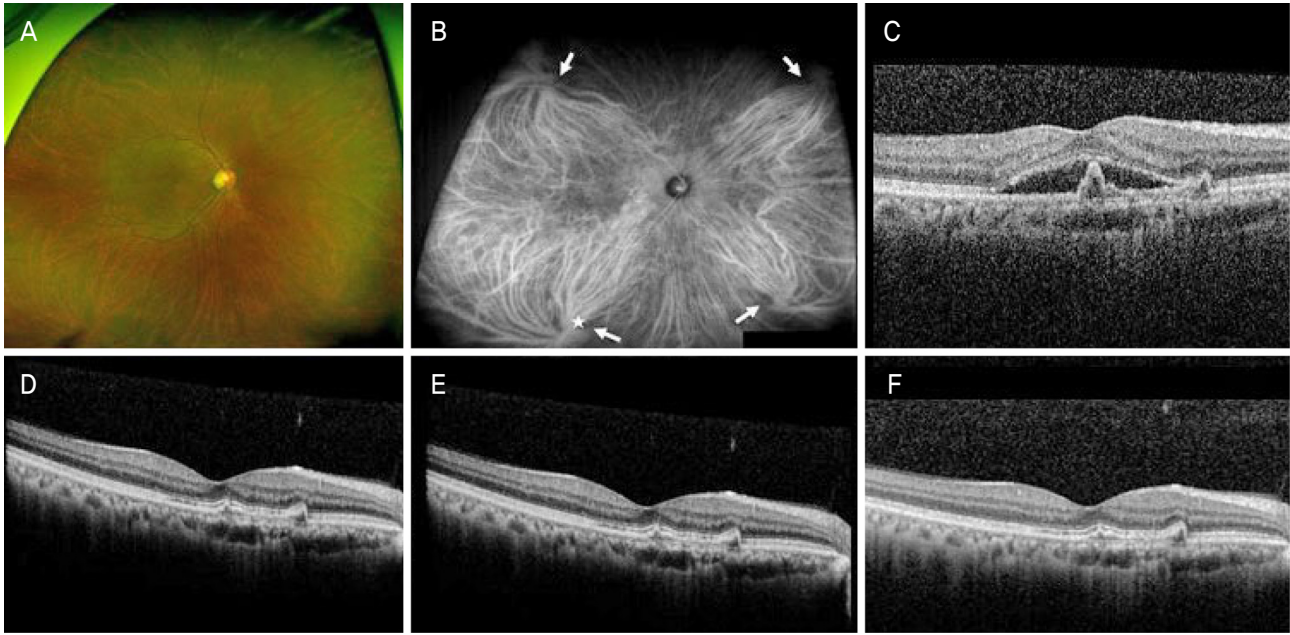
A 65-year-old man with polypoidal choroidal vasculopathy. (A) Wide fundus photography. (B) At baseline, ultra-wide-field indocyanine angiography showed four engorged vortex veins (arrows) and one of them extended to the macula (star). (C) Optical coherence tomography (OCT) showed subretinal fluid (SRF) and protrusion of the retinal pigment epithelium (RPE) due to a polypoidal lesion. The decimal best-corrected visual acuity (BCVA) was 0.6. (D) After three consecutive monthly intravitreal aflibercept injections, OCT showed resolution of the SRF and decreased RPE protrusion. The decimal BCVA was 0.7. (E) At 6 months, SRF had resolved and the decimal BCVA was 0.7. (F) The vision had been improved to 0.8 without further treatment and the patient has been in remission state for a 1-year follow-up period without any recurrence.
